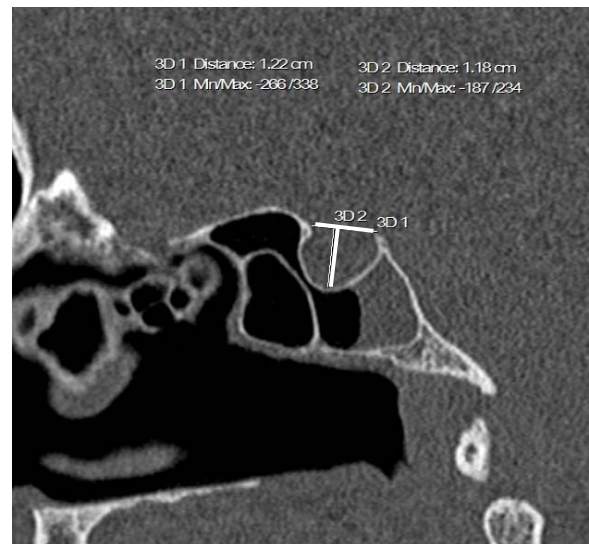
TC em reconstrução multiplanar sagital. Diâmetros da sela túrcica. Ântero-posterior: 1,22 cm. Súpero-inferior: 1,18 cm (Caso 6).
